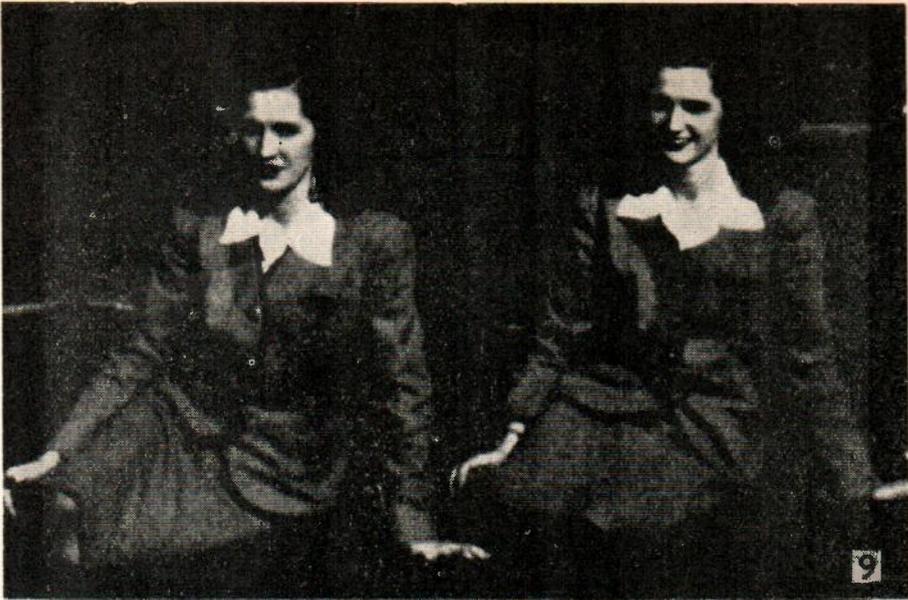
Mellizas idénticas B. M. y M. M. 27 años. Hay "imagen de espejo" o invertida en estas mellizas homocigóticas como fue demostrado en los roentgenogramas.
